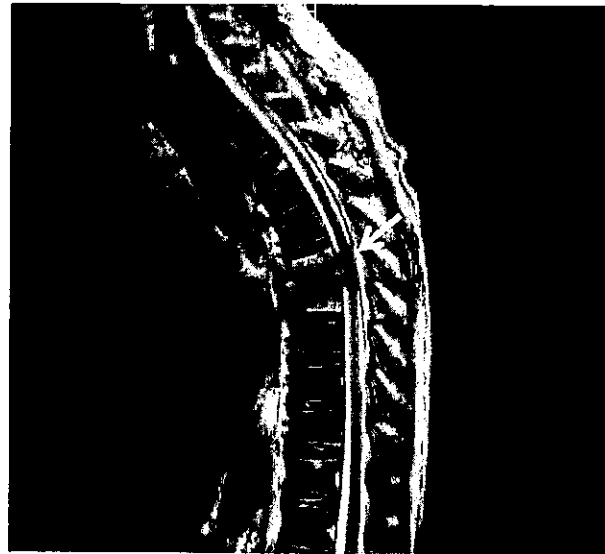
MRI (T2) での脊髄圧迫所見 (入院日、術前1週5日)
